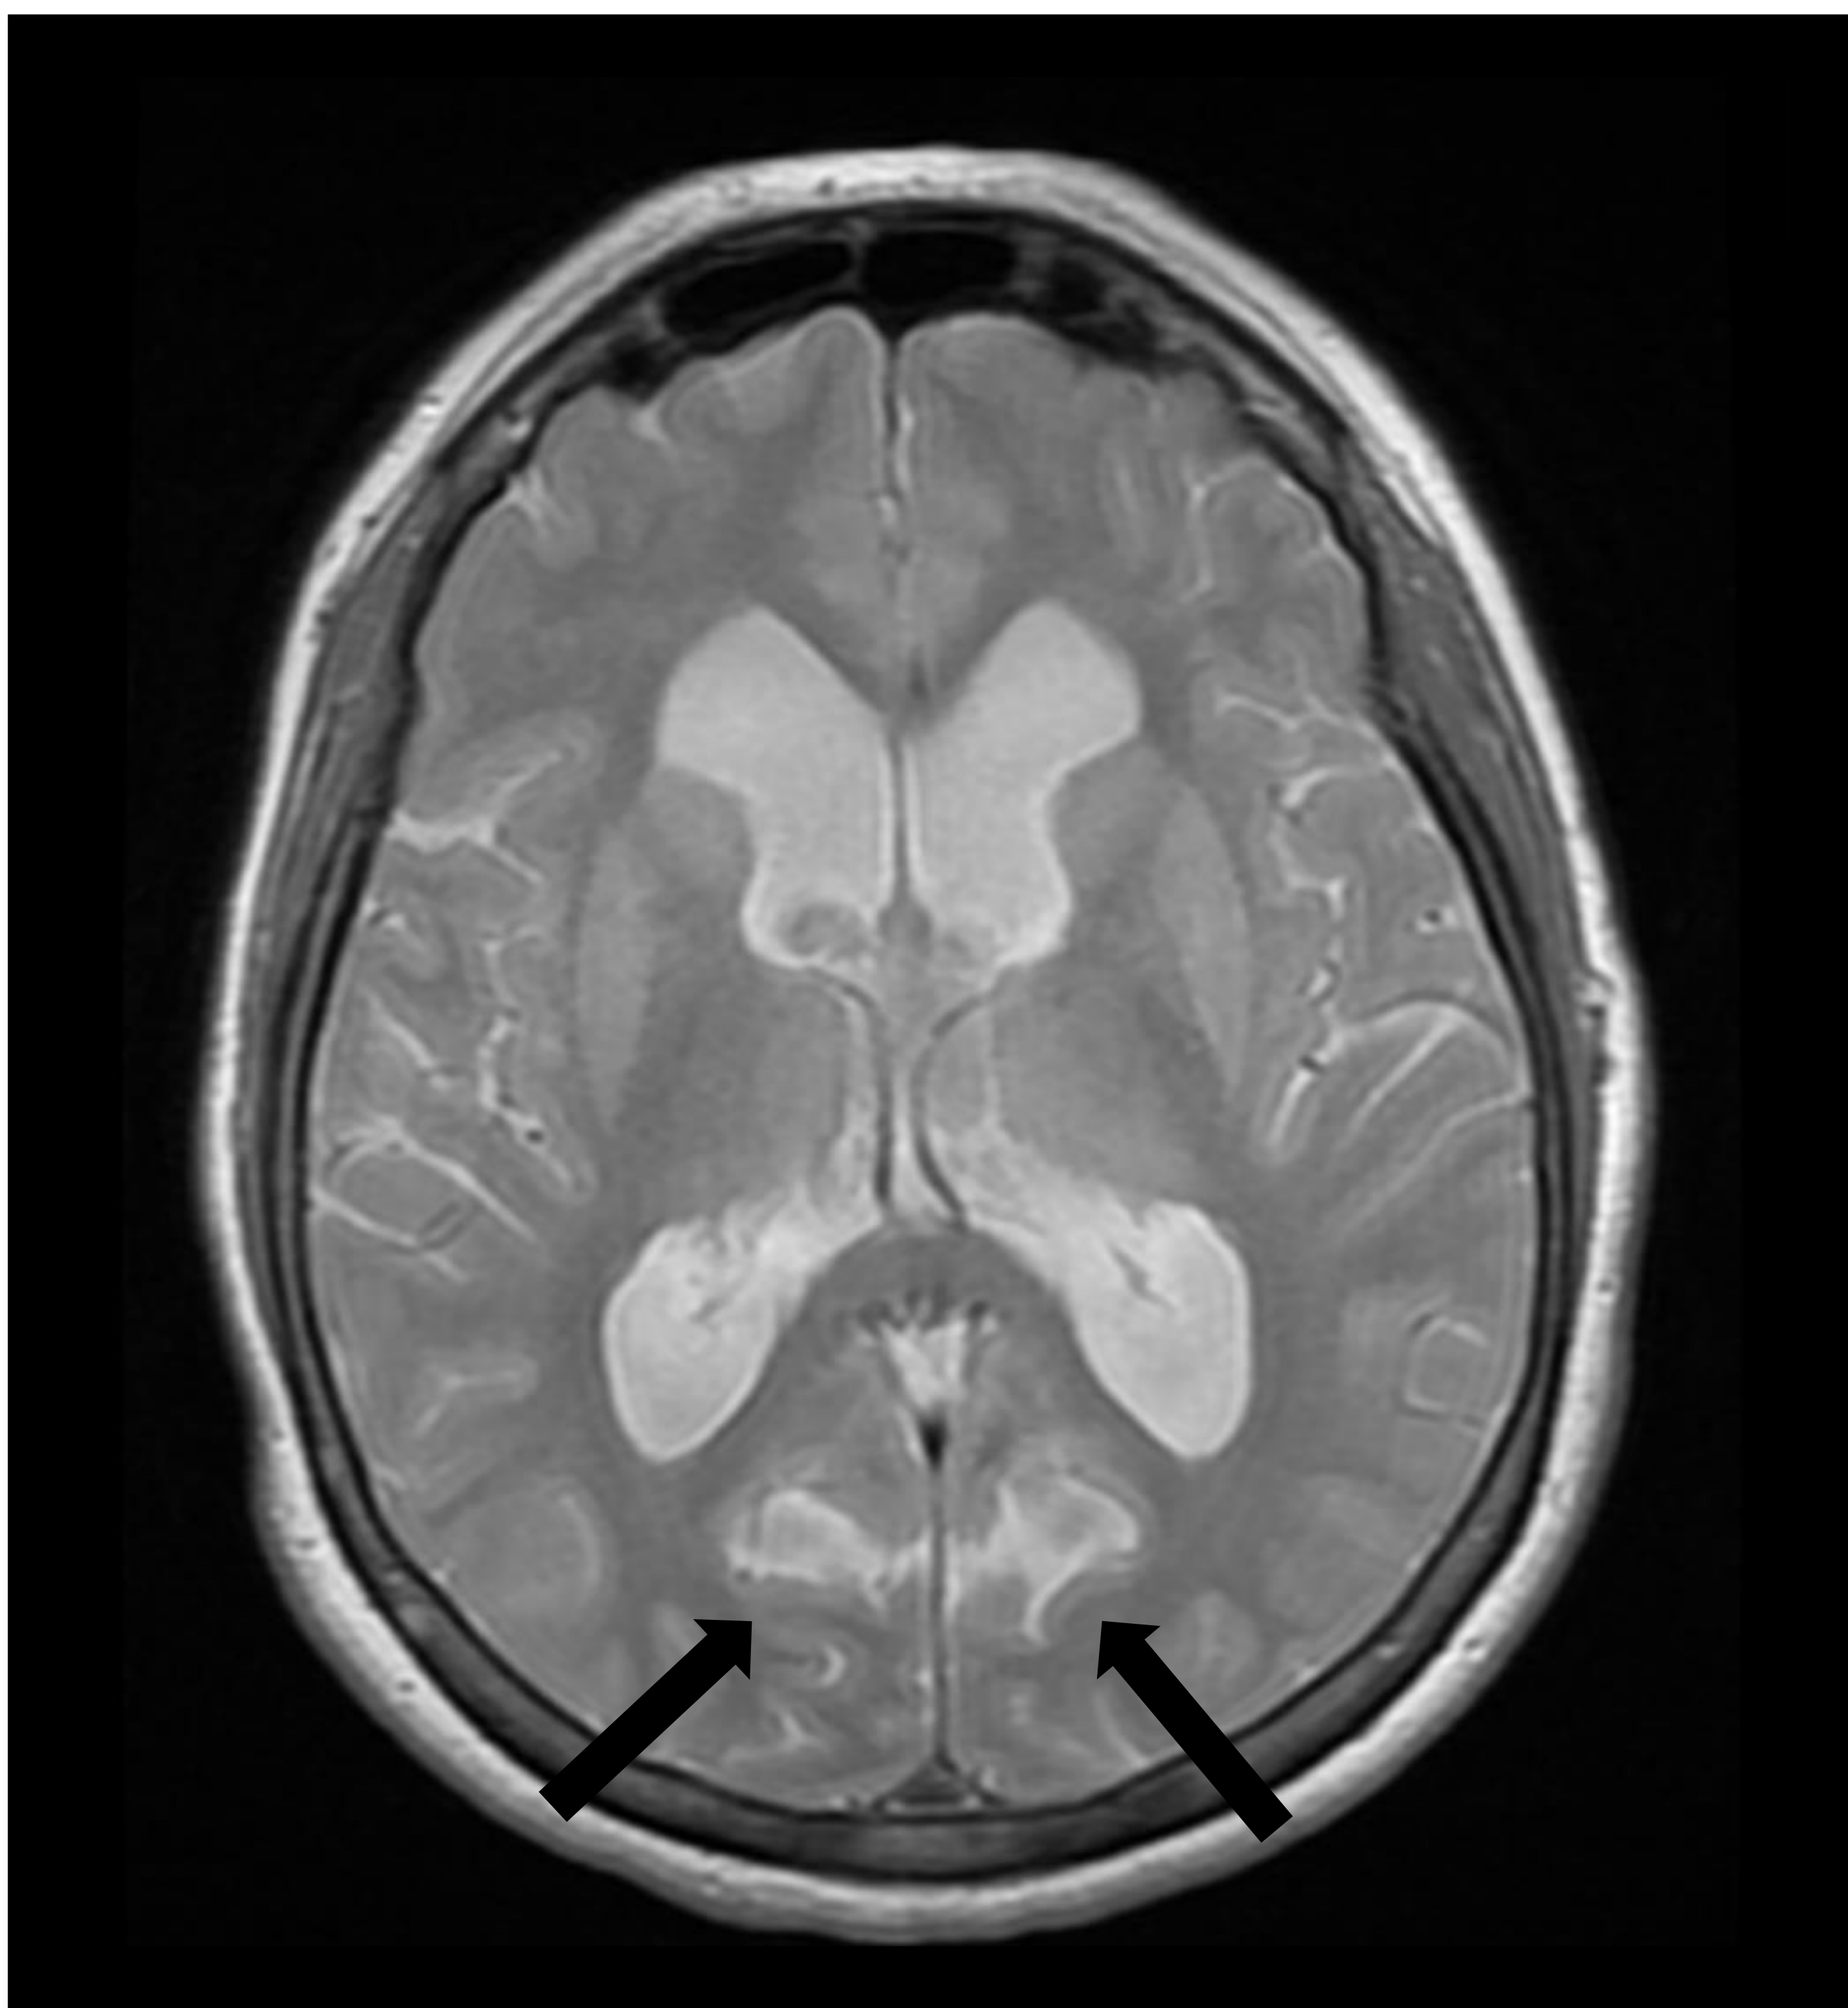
RM cerebral potenciada en T2 en plano axial objetivando ventriculomegalia y dilatación de surcos de la convexidad superior en su vertiente posterior (flechas negras)
